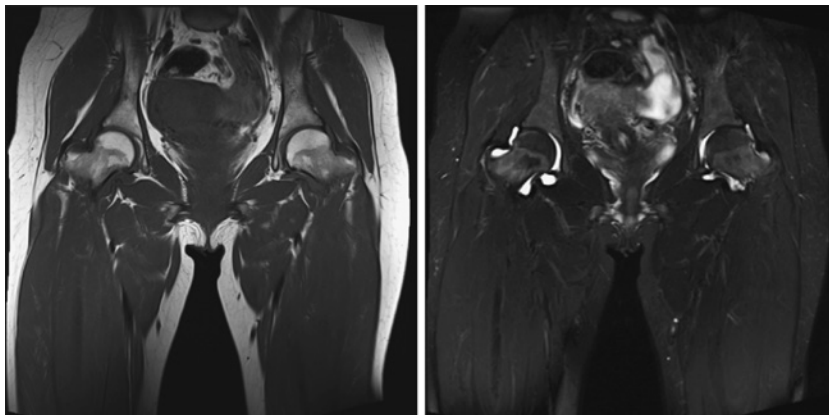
股関節部MRI所見：両側股関節に関節液の貯留があり、T2強調画像で滑膜の肥厚を認め、炎症性変化を疑う。
